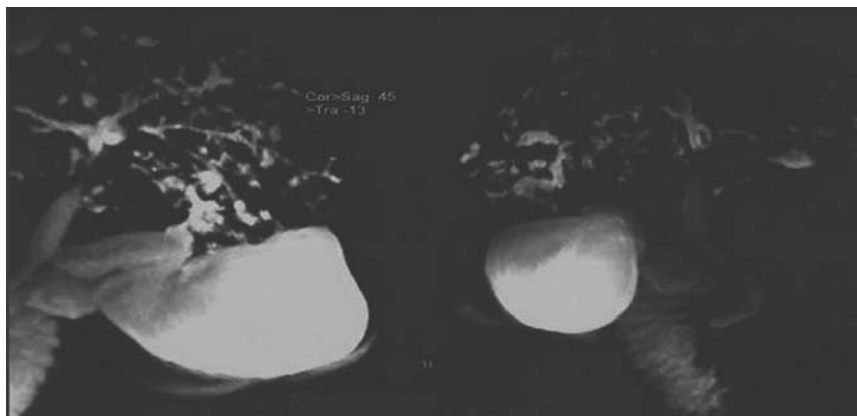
Colangio RMN – BC: dilatări chistice ale ducturilor biliare intrahepatice, „șiragul de mărgelă”
